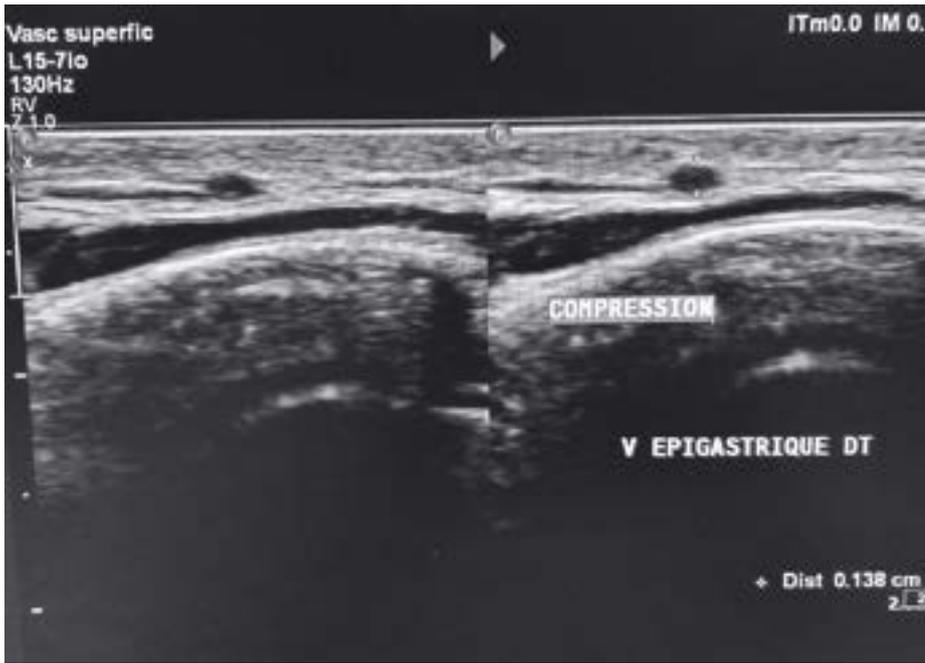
Ultrason montrant la veine thoraco-épigastrique incompressible sur 3 cm.
